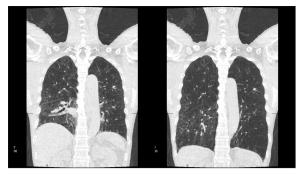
全肺呼吸動態 CTによる冠状断 MPR (呼気 位・吸気位)
